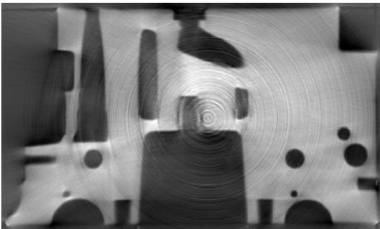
Ring artifacts in a CT scan of a VW cylinder head<sup>186</sup>
